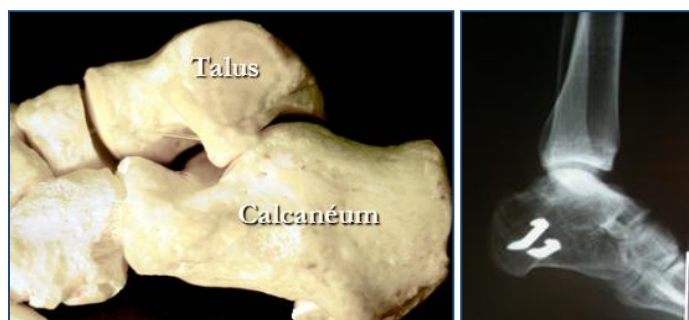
Vue latérale de l'articulation sous-talienne et radiographie d'une cheville ayant subi une arthrodèse sous astragaliennne
